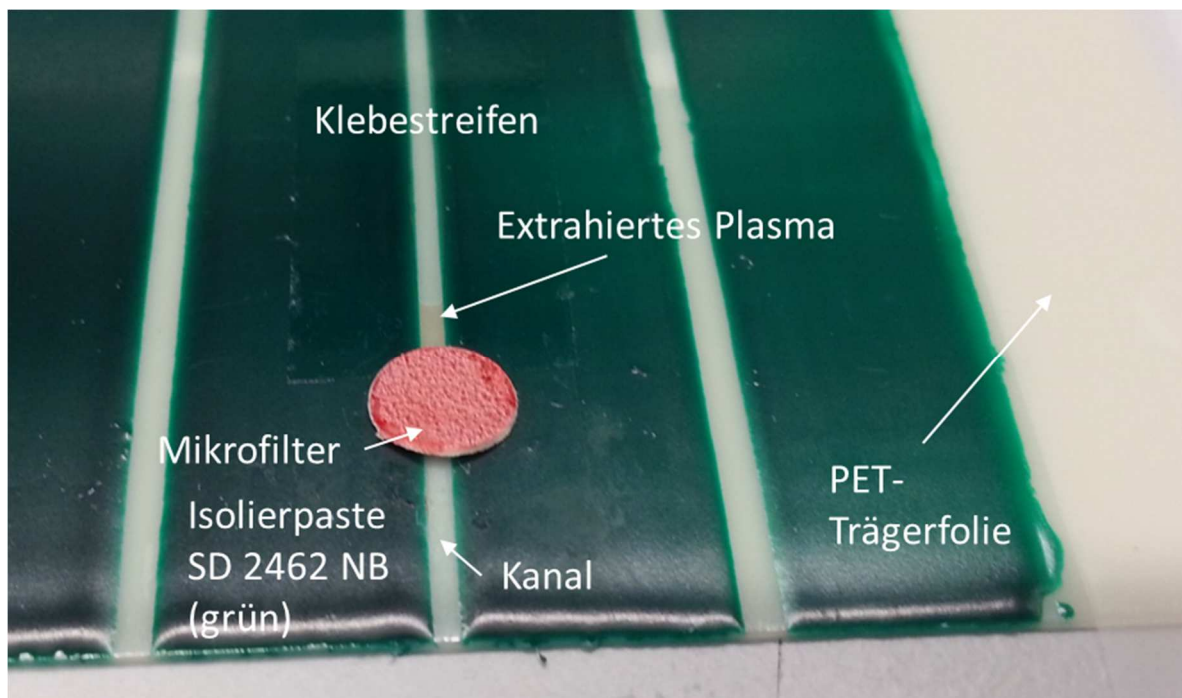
Kanäle auf PET-Trägerfolie geformt aus Isolierpaste SD 2462 NB. Der mittlere Kanal ist mit einem Klebestreifen gedeckelt (office discount Klebefilm). Darüber wurde eine Plasmaseparationsmembran (Vivid GR) zur Mikrofiltration des Blutes fixiert. Das extrahierte Plasma ist mit einer leichten Gelbfärbung im Kanal direkt nach dem Filter sichtbar.
